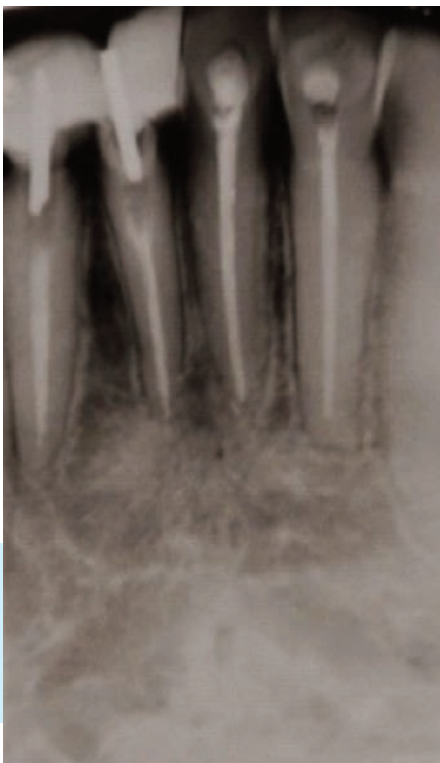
Rx periapical. Control a los 9 meses. Neoformación de tejido óseo con características de trabeculado deficiente con respecto al hueso circunscripto.
